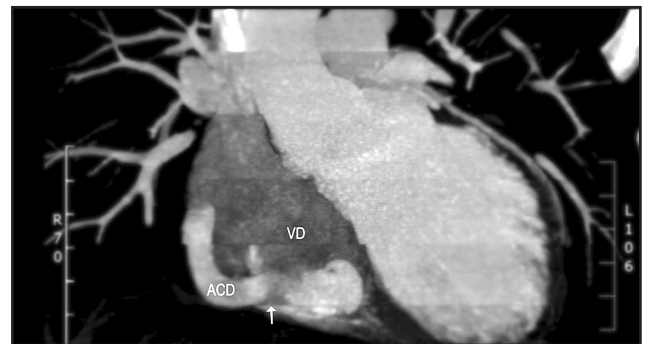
Imagen de TAC coronario donde se observa la fístula de coronaria derecha a ventrículo derecho.
